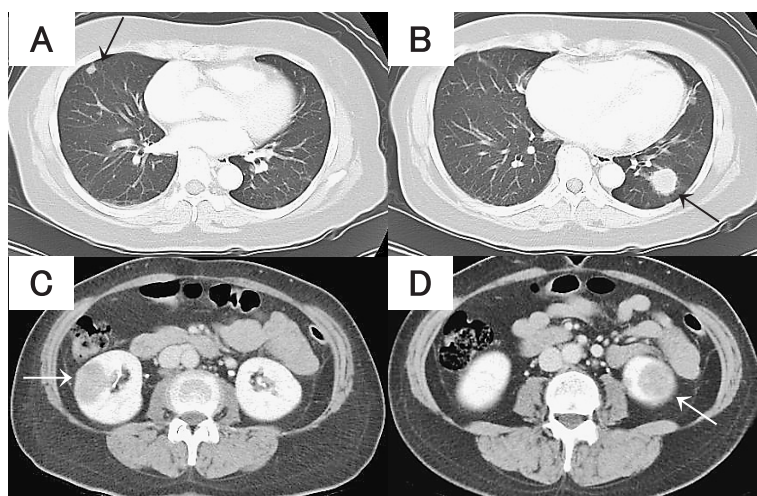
CT findings. (A) Right lower lobe nodule. (B) Left lower lobe nodule. (C) Right renal nodule. (D) Left renal nodule.
